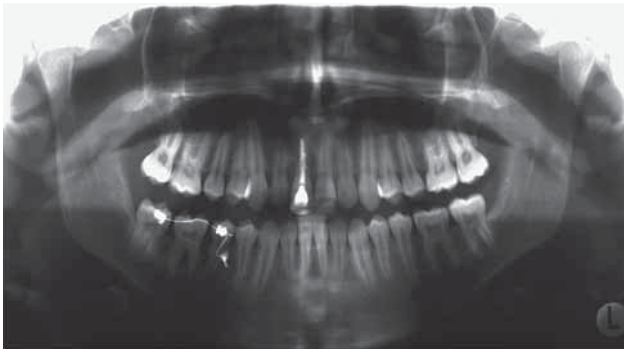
Röntgenkontrolle nach neun Monaten Behandlungszeit. Erfolgreiche Aufrichtung von 37 ohne erkennbare Nebenwirkungen auf die Nachbarzähne
